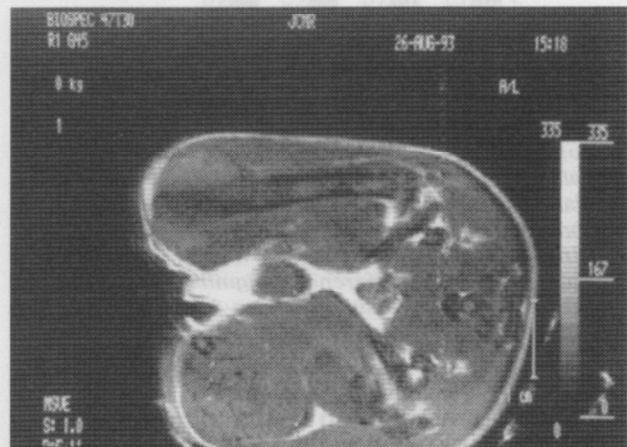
Las imágenes de resonancia nuclear magnética muestran el compromiso intramedular del fémur y denota la diferencia entre la médula ósea normal (oscura) y el tumor (claro). La imagen es pequeña en la antena de cuerpo entero y no permite una evaluación precisa de los cambios en hueso cortical. Sin embargo, se evidencia la lesión con mayor compromiso de la metáfisis distal.
